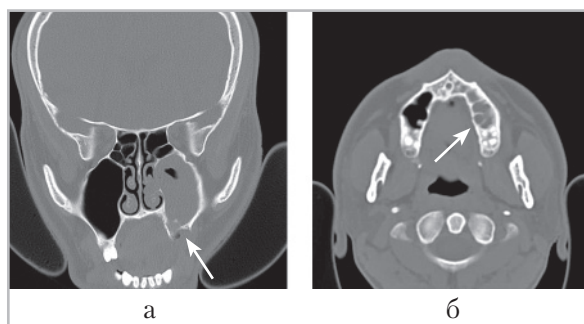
Компьютерные томограммы черепа пациента Б., 44 года (аксиальная (а), фронтальная (б) проекции): отмечается субтотальное заполнение левой гайморовой пазухи неоднородным жидкостным содержимым. Визуализируется резорбция костной стенки после экстракции 2.6 зуба (стрелки)
